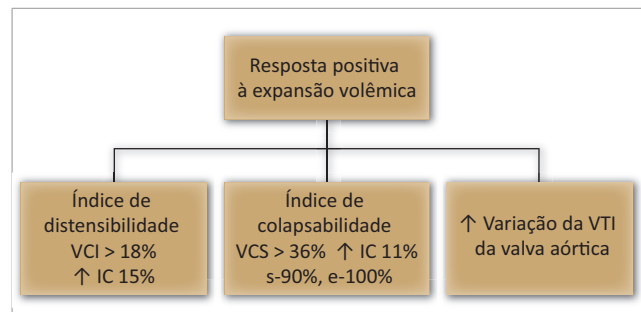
Achados da ecodopplercardiografia com a expansão volêmica.
